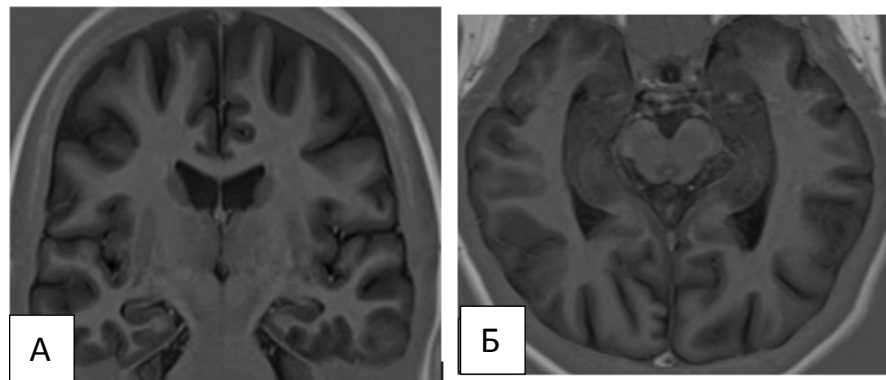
МРТ 3Т. А-коронарная проекция, Б-аксиальная проекция. МР-признаков склероза гиппокампов не выявлено.
